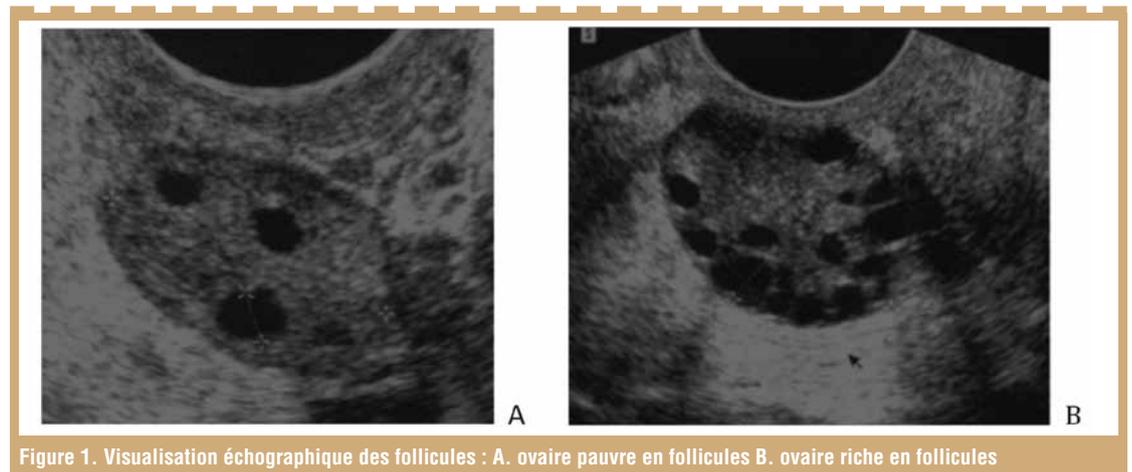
Visualisation échographique des follicules : A. ovaire pauvre en follicules B. ovaire riche en follicules
